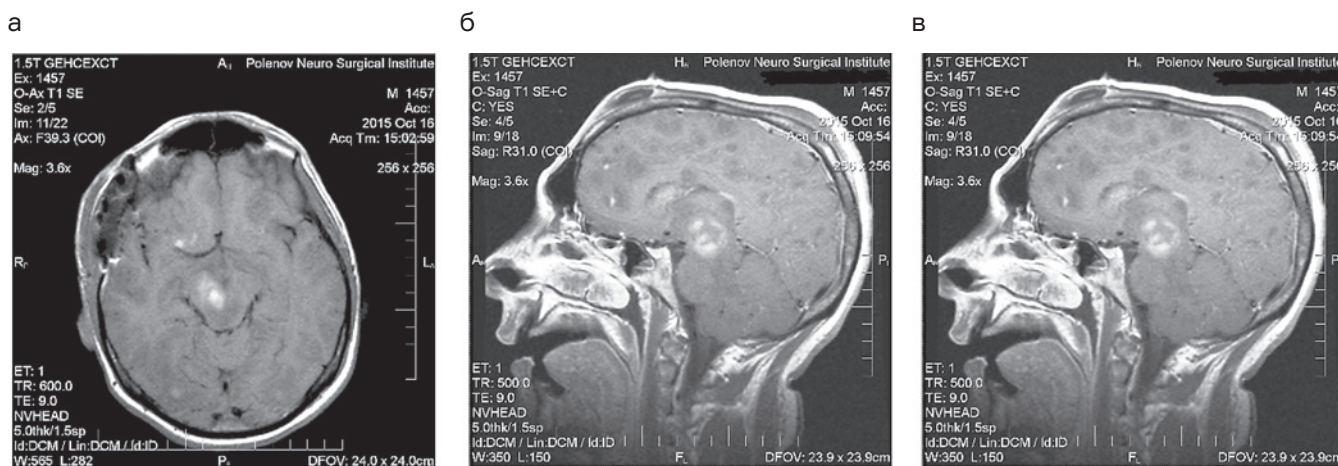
МРТ головного мозга (наблюдение № 5)
